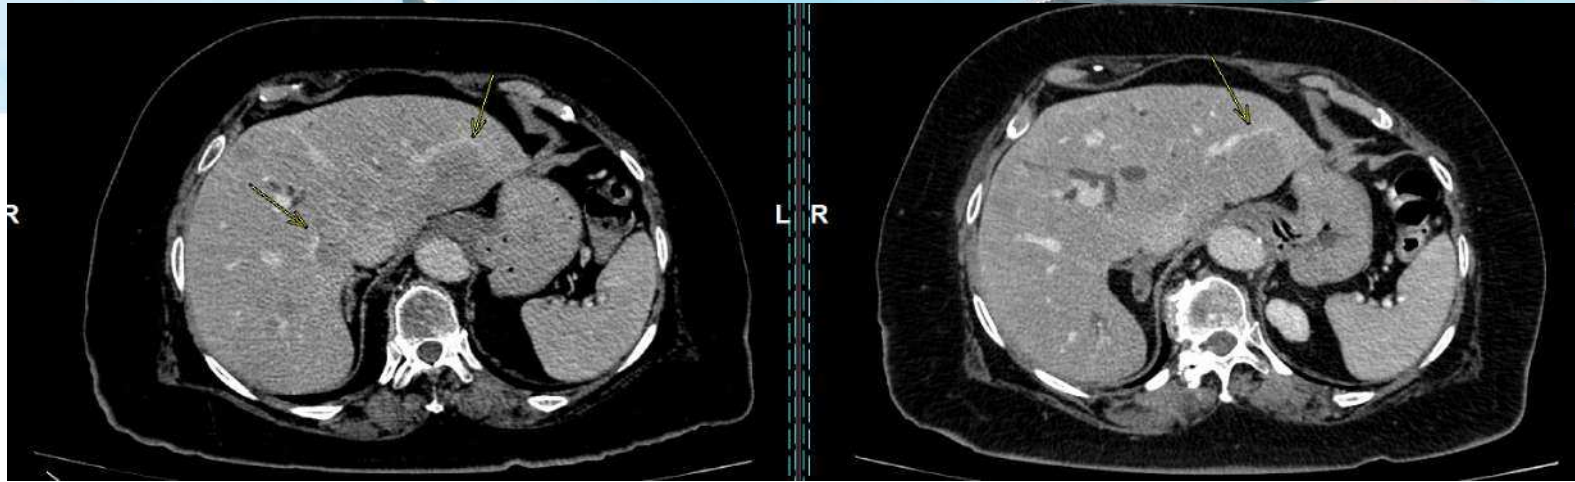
TC tórax/abdomen/pelvis en fase venosa portal. Paciente afecta de condrosarcoma mixoide extraesquelético en glúteo izquierdo intervenido, con lesiones pulmonares y hepáticas sospechosas. Se objetiva hígado esteatósico, de bordes lobulados y datos de hepatopatía crónica. LOES hipodensas y de bordes mal definidos, que impresionan de fenómeno de lavado del medio de contraste (flecha amarilla), compatibles con metástasis hepáticas hipervasculares de tumor neuroendocrino.
